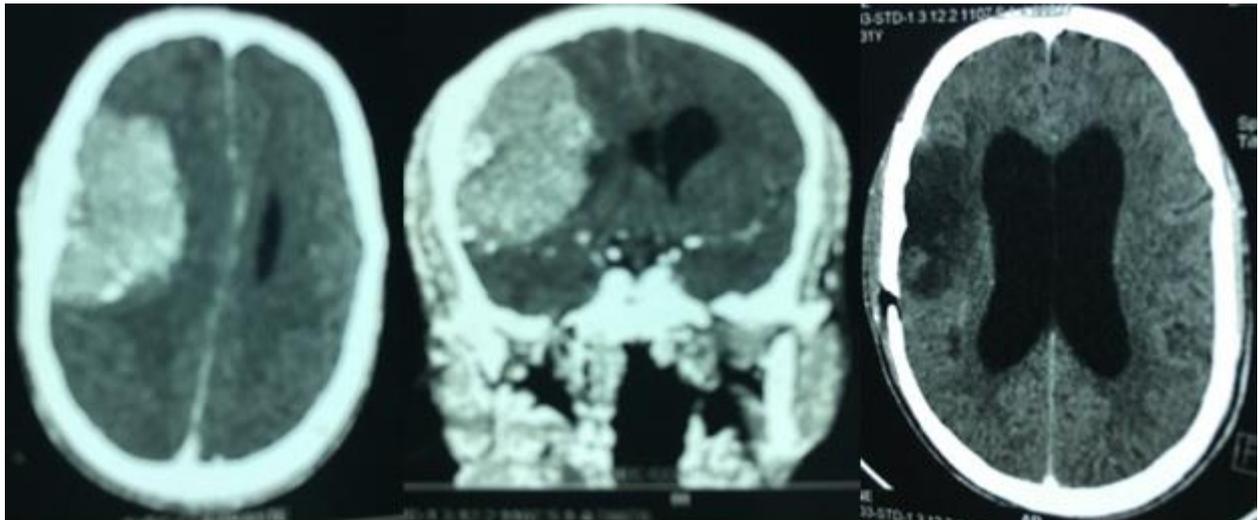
Example of Group 1 CT scan : preoperative axial view (left), coronal view (middle) and postoperative axial view (right).
